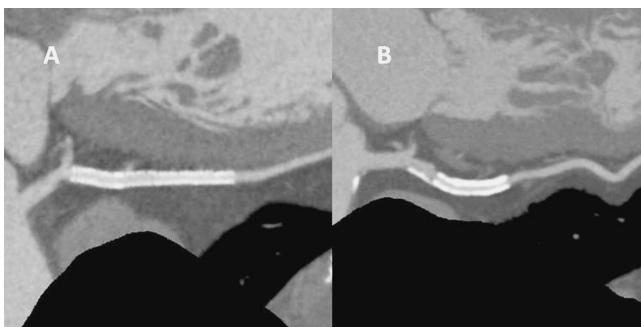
冠動脈CTでのステント内評価(A. Xience Prime, B. Promus Element)。
